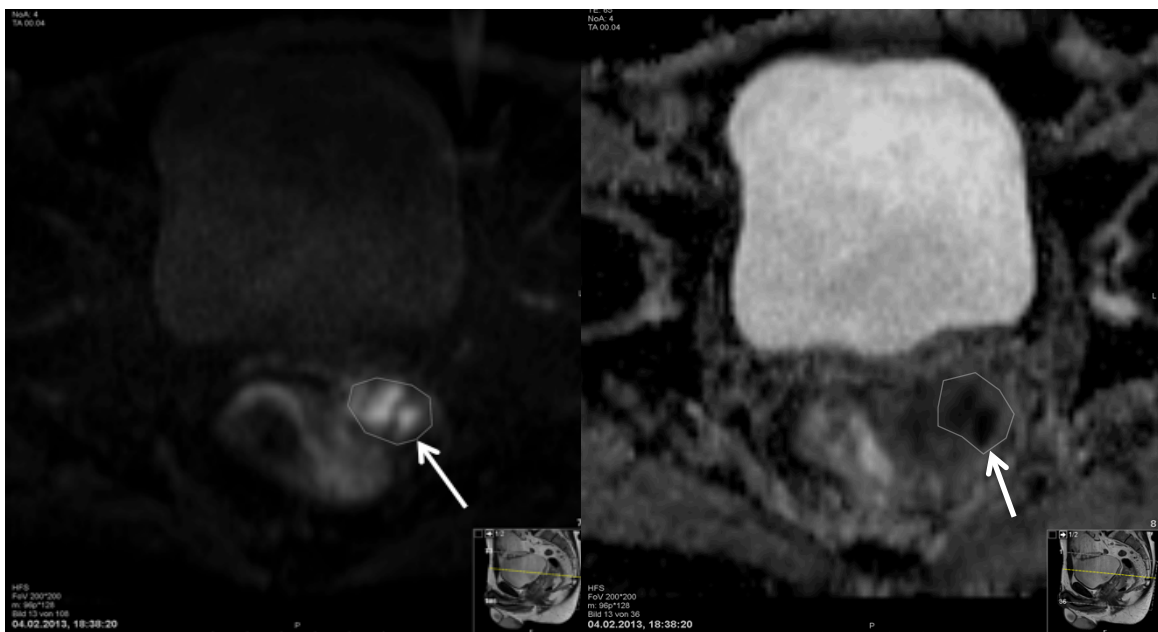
Rektumkarzinom in der DWI-MRT (links) und der ADC-Map (rechts)
